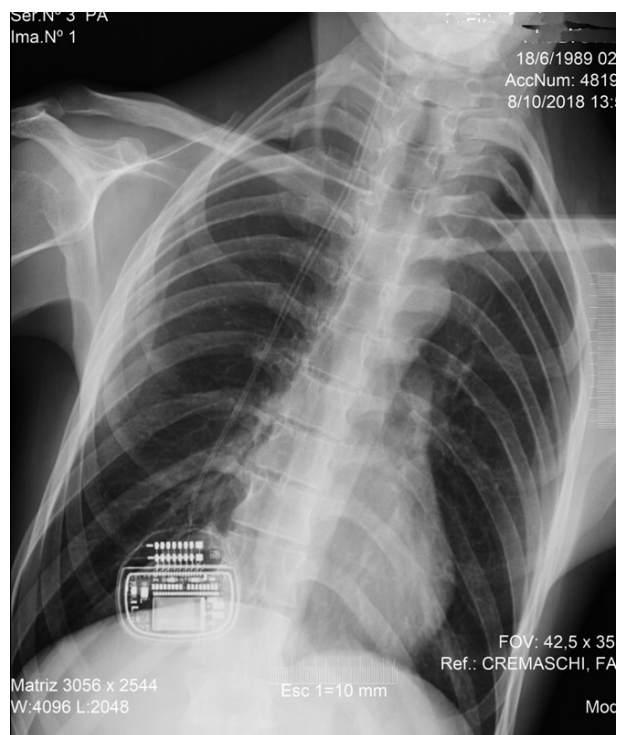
Radiografía de torax incidencia anteroposterior. Visualización del generador implantado en la región dorsal derecha, próximo al ángulo inferior de la escápula y los cables extensores expandibles.
